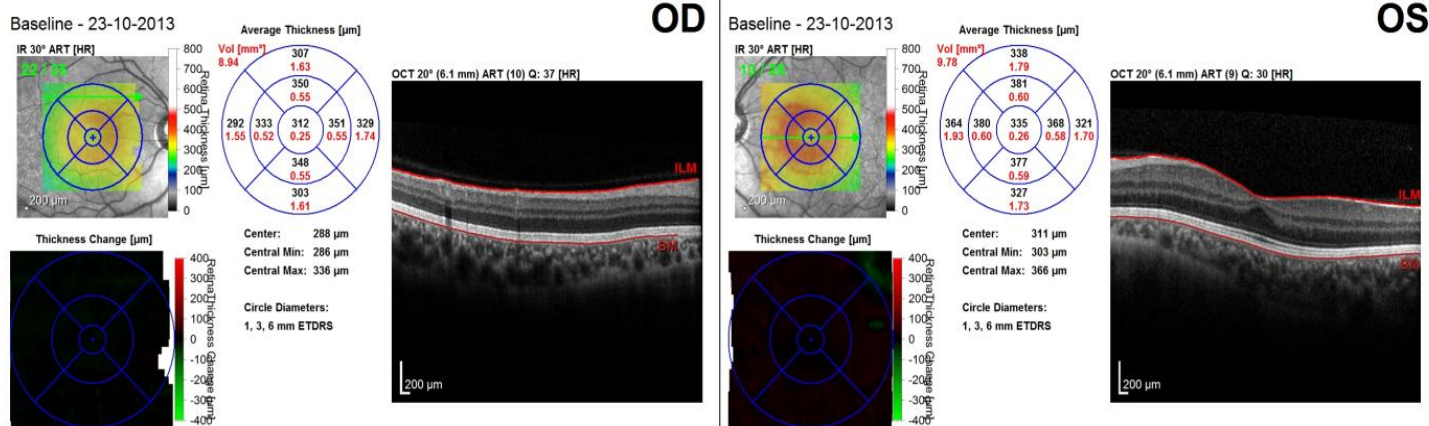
Tomografia de Coerência Óptica (23/10/13).Sem alterações.
